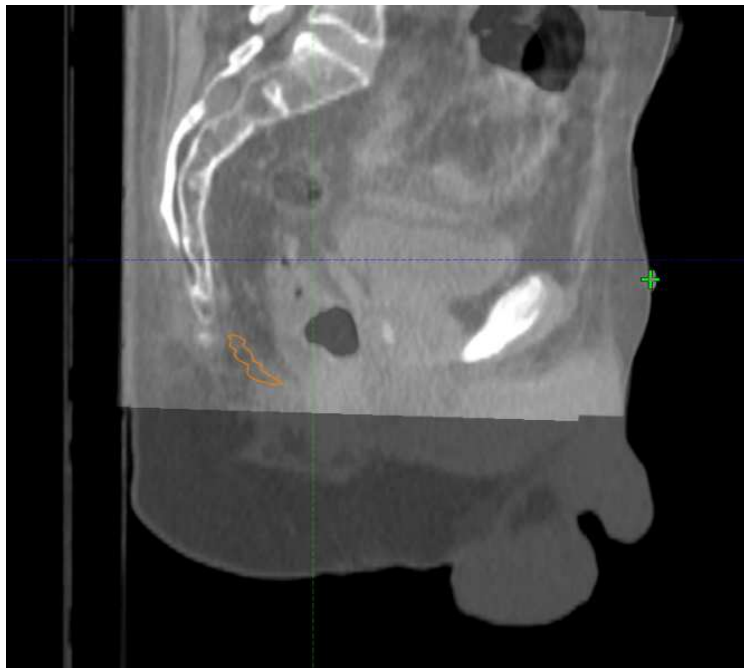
Visione sagittale contorno muscolo elevatore dell'ano CBCT 4 di paziente 1
